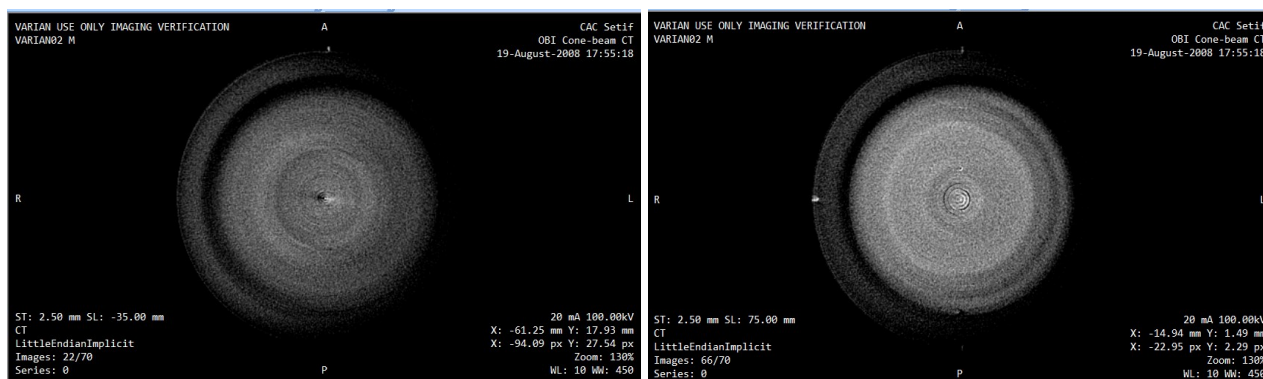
Vérification de la précision de la reconstruction 3D du système d'imagerie CT à l'aide d'un fantôme standard dans le cadre de la radiothérapie guidée par l'image (IGRT)
